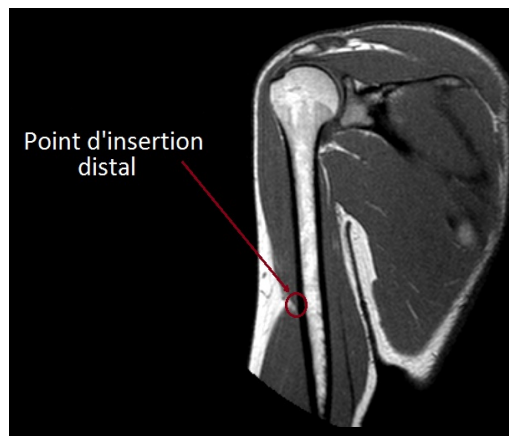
Point d'insertion distal repéré directement sur les images IRM
